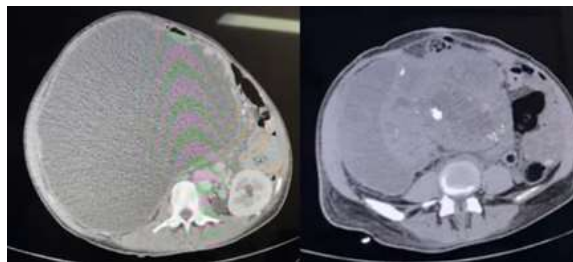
a) Apresentação da hidronefrose gigante à tomografia computadorizada. b) Espessamento parietal irregular do parênquima, com calcificações grosseiras
